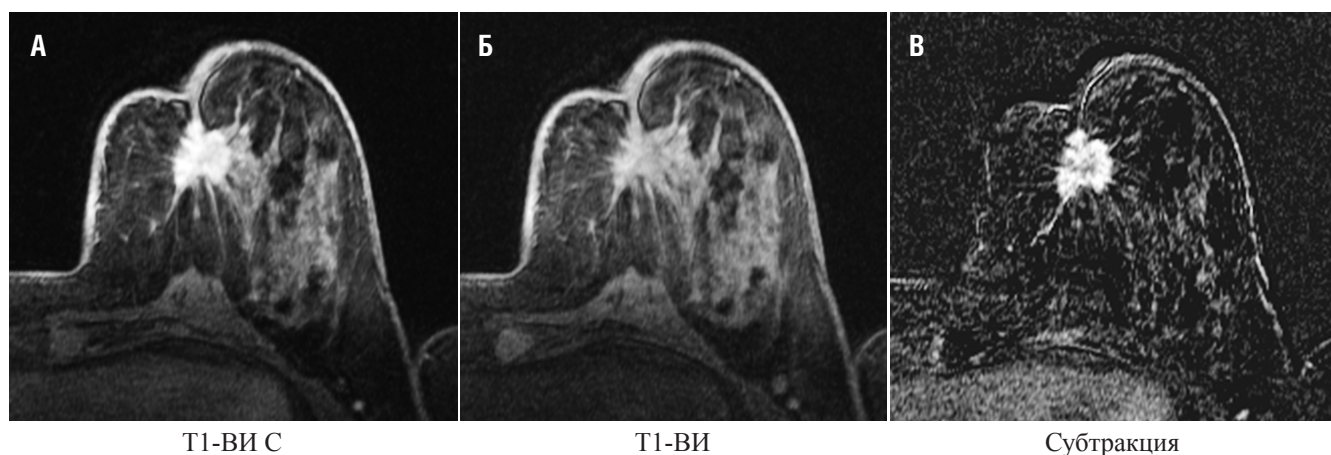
Методика субтракции. Из постконтрастных серий (А) вычитается серия преконтрастных изображений (Б), в результате чего на полученных субтракционных томограммах (В) участки патологического накопления контрастного вещества определяются отчетливо, более четко визуализируются форма и размеры образования
